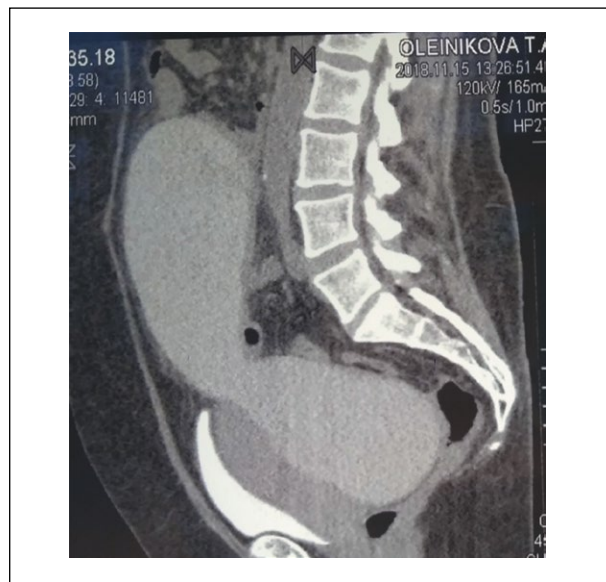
Компьютерная томограмма больной О., 51 год. Гигантский мочевой затек в забрюшинном пространстве (боковая проекция).
